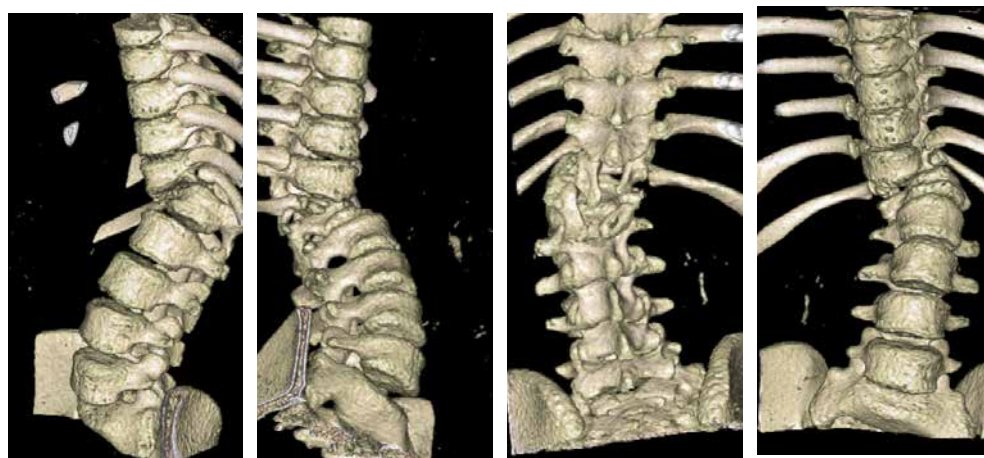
Reconstrucciones 3D de la TAC para la planificación preoperatoria de la paciente con escoliosis congénita por hemivértebra.
